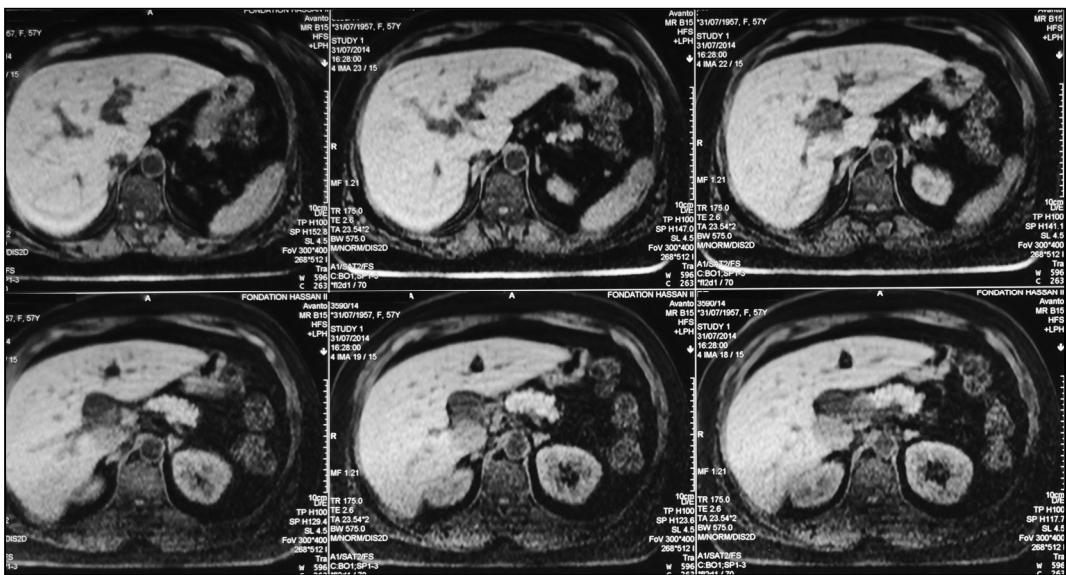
Bili-IRM: Dilatation des voies biliaires intra-hépatiques gauches.
